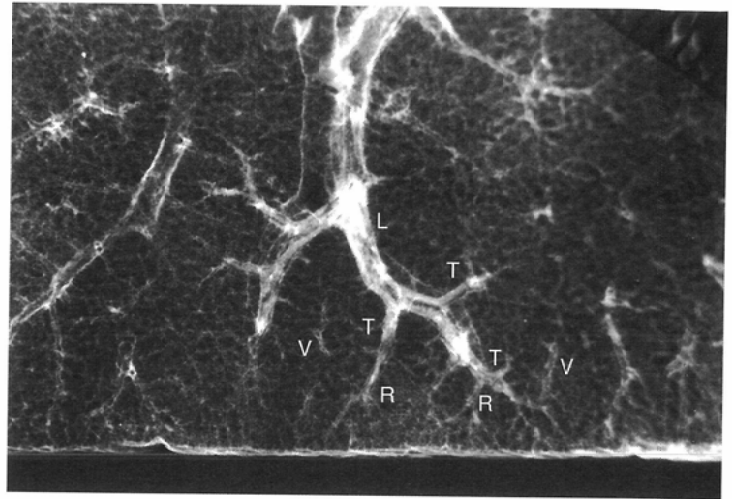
Magnified radiograph of normal inflated lung showing lobular structures.
